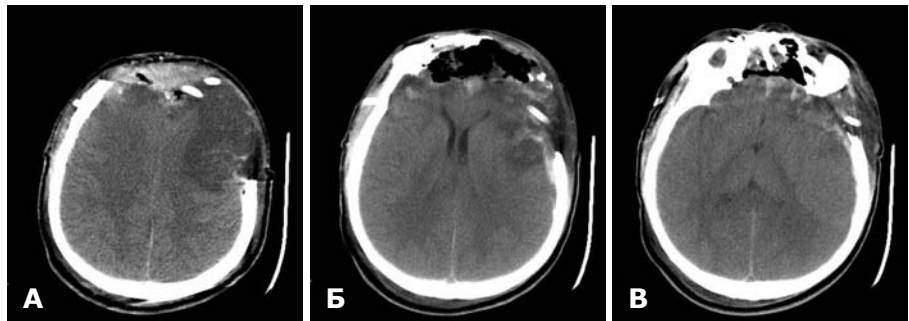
СКТ у 1-шу добу після операції. Мозковий режим. А — набряк лобової частки. Вип'ячування лобової частки в трепанаційний отвір. Трубки припливно-відпливної системи; Б — гіподенсивне вогнище на місці клаптя окістя та скроневої фасції. Позитивна динаміка: розправлення передніх рогів бічних шлуночків мозку; В — вогнищеві забої лобових часток. Збереження ознак набряку правої та лівої півкуль великого мозку.
